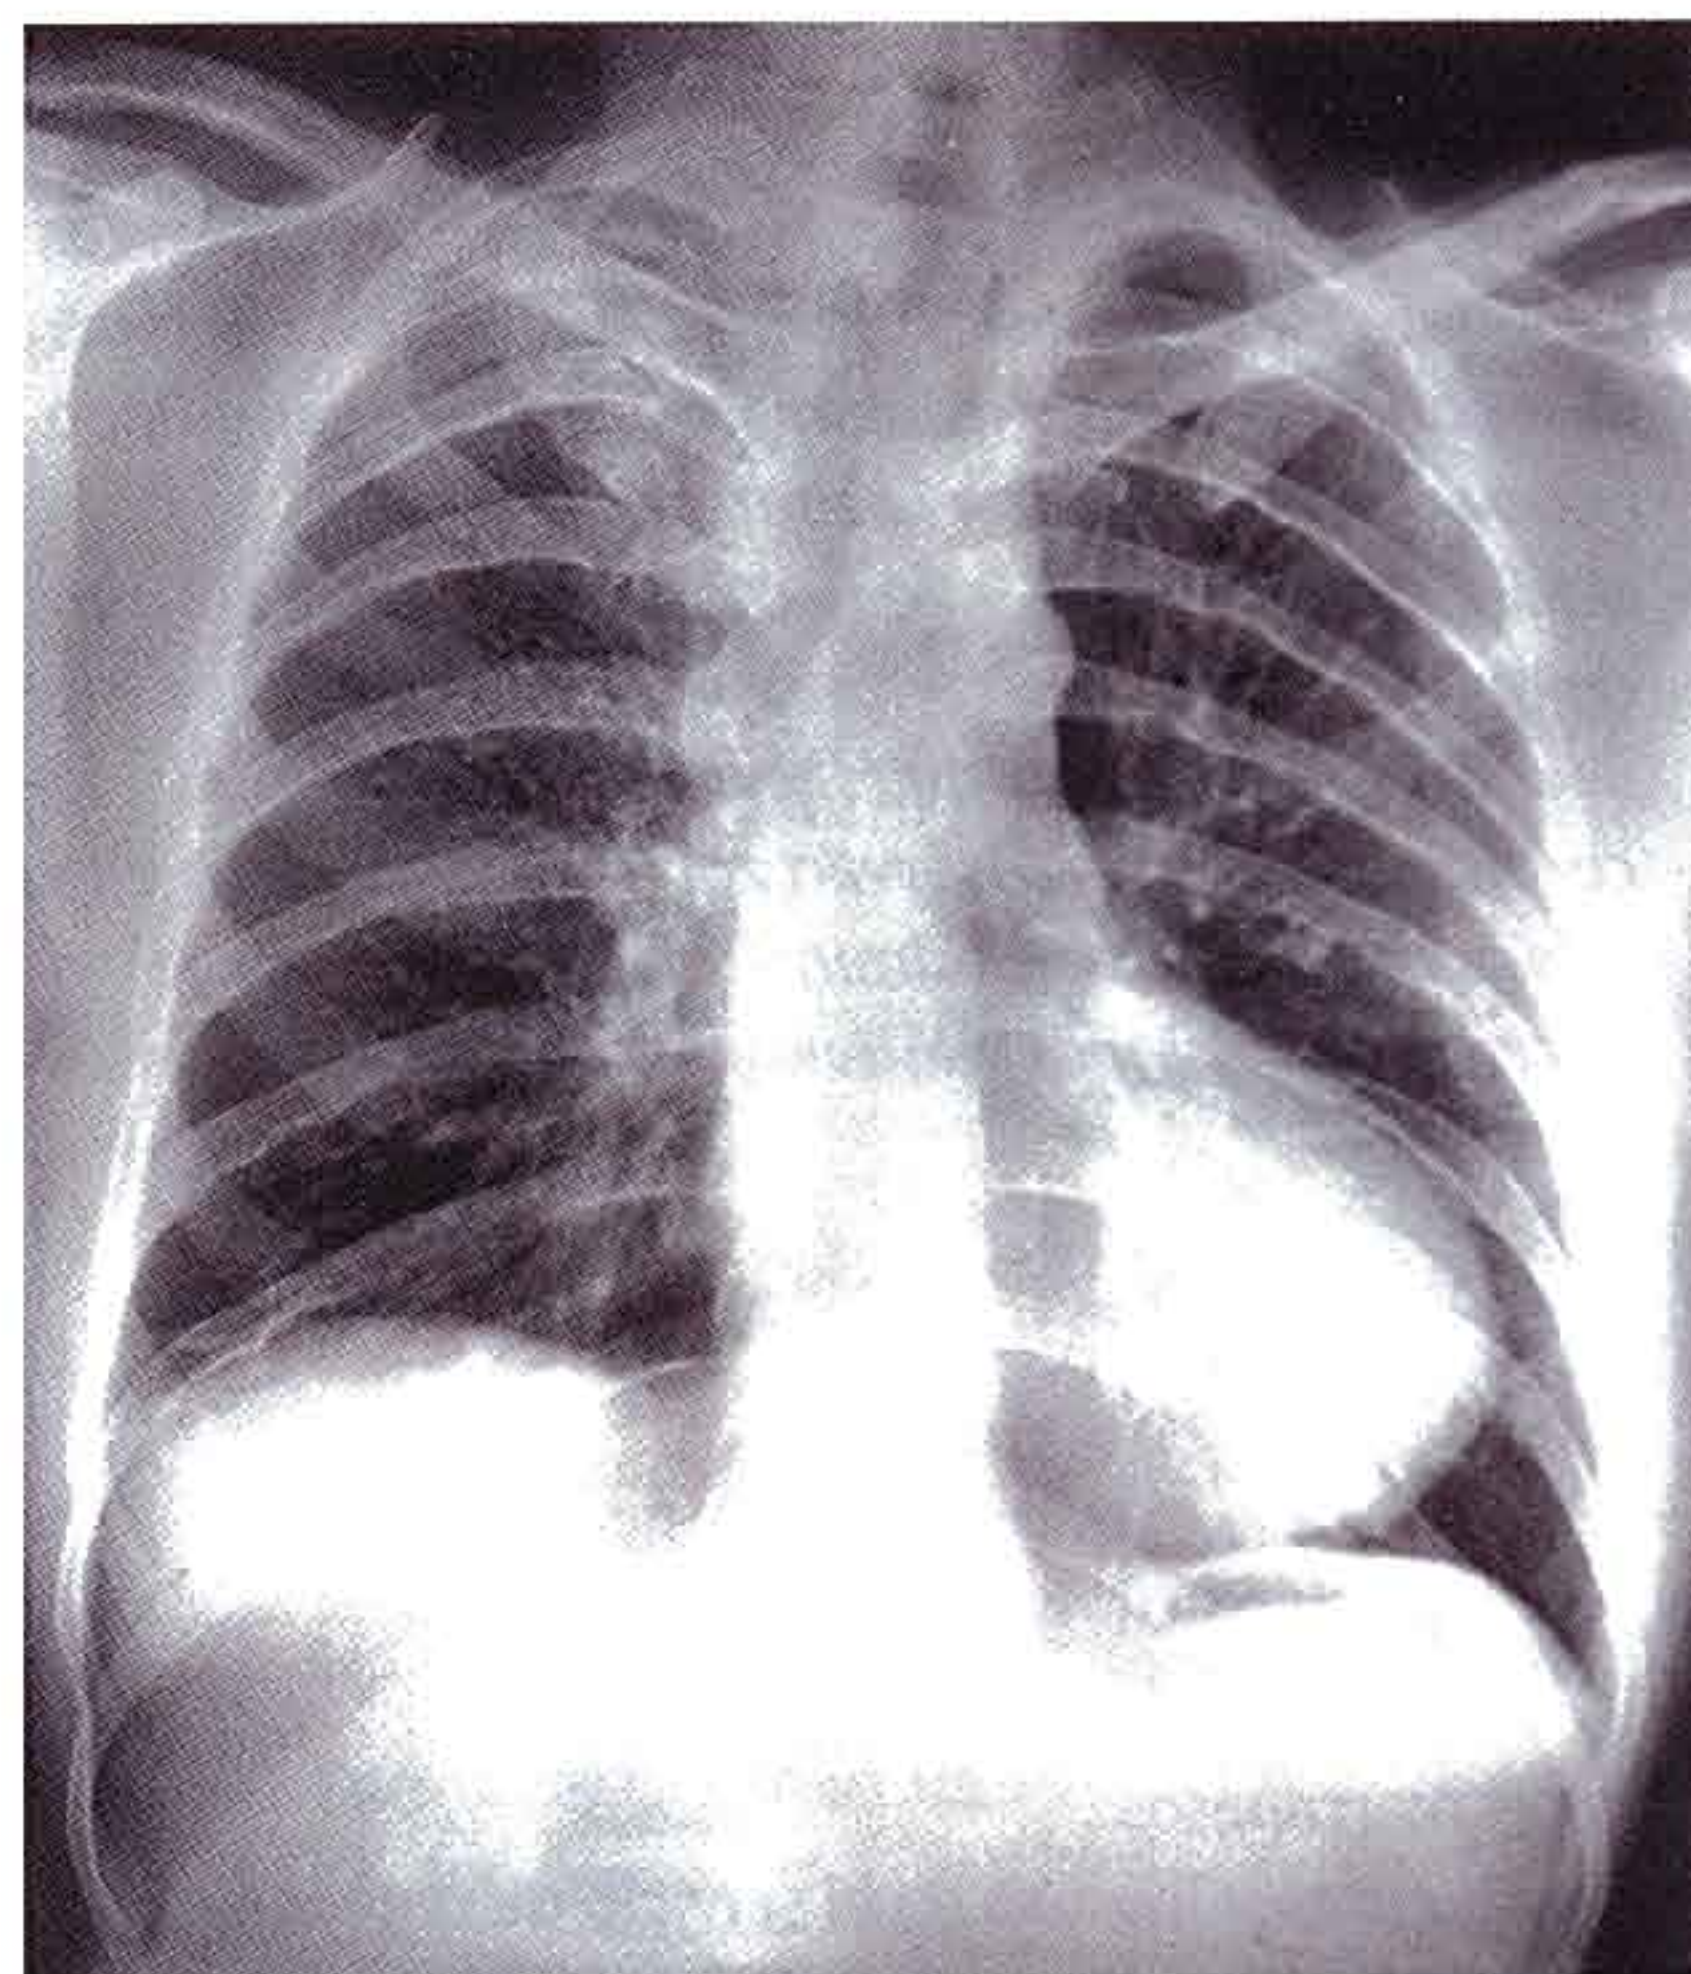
Radiografía de tórax que muestra indentaciones radiotranslúcidas a lo largo del borde inferior de las costillas 3 a 6.
